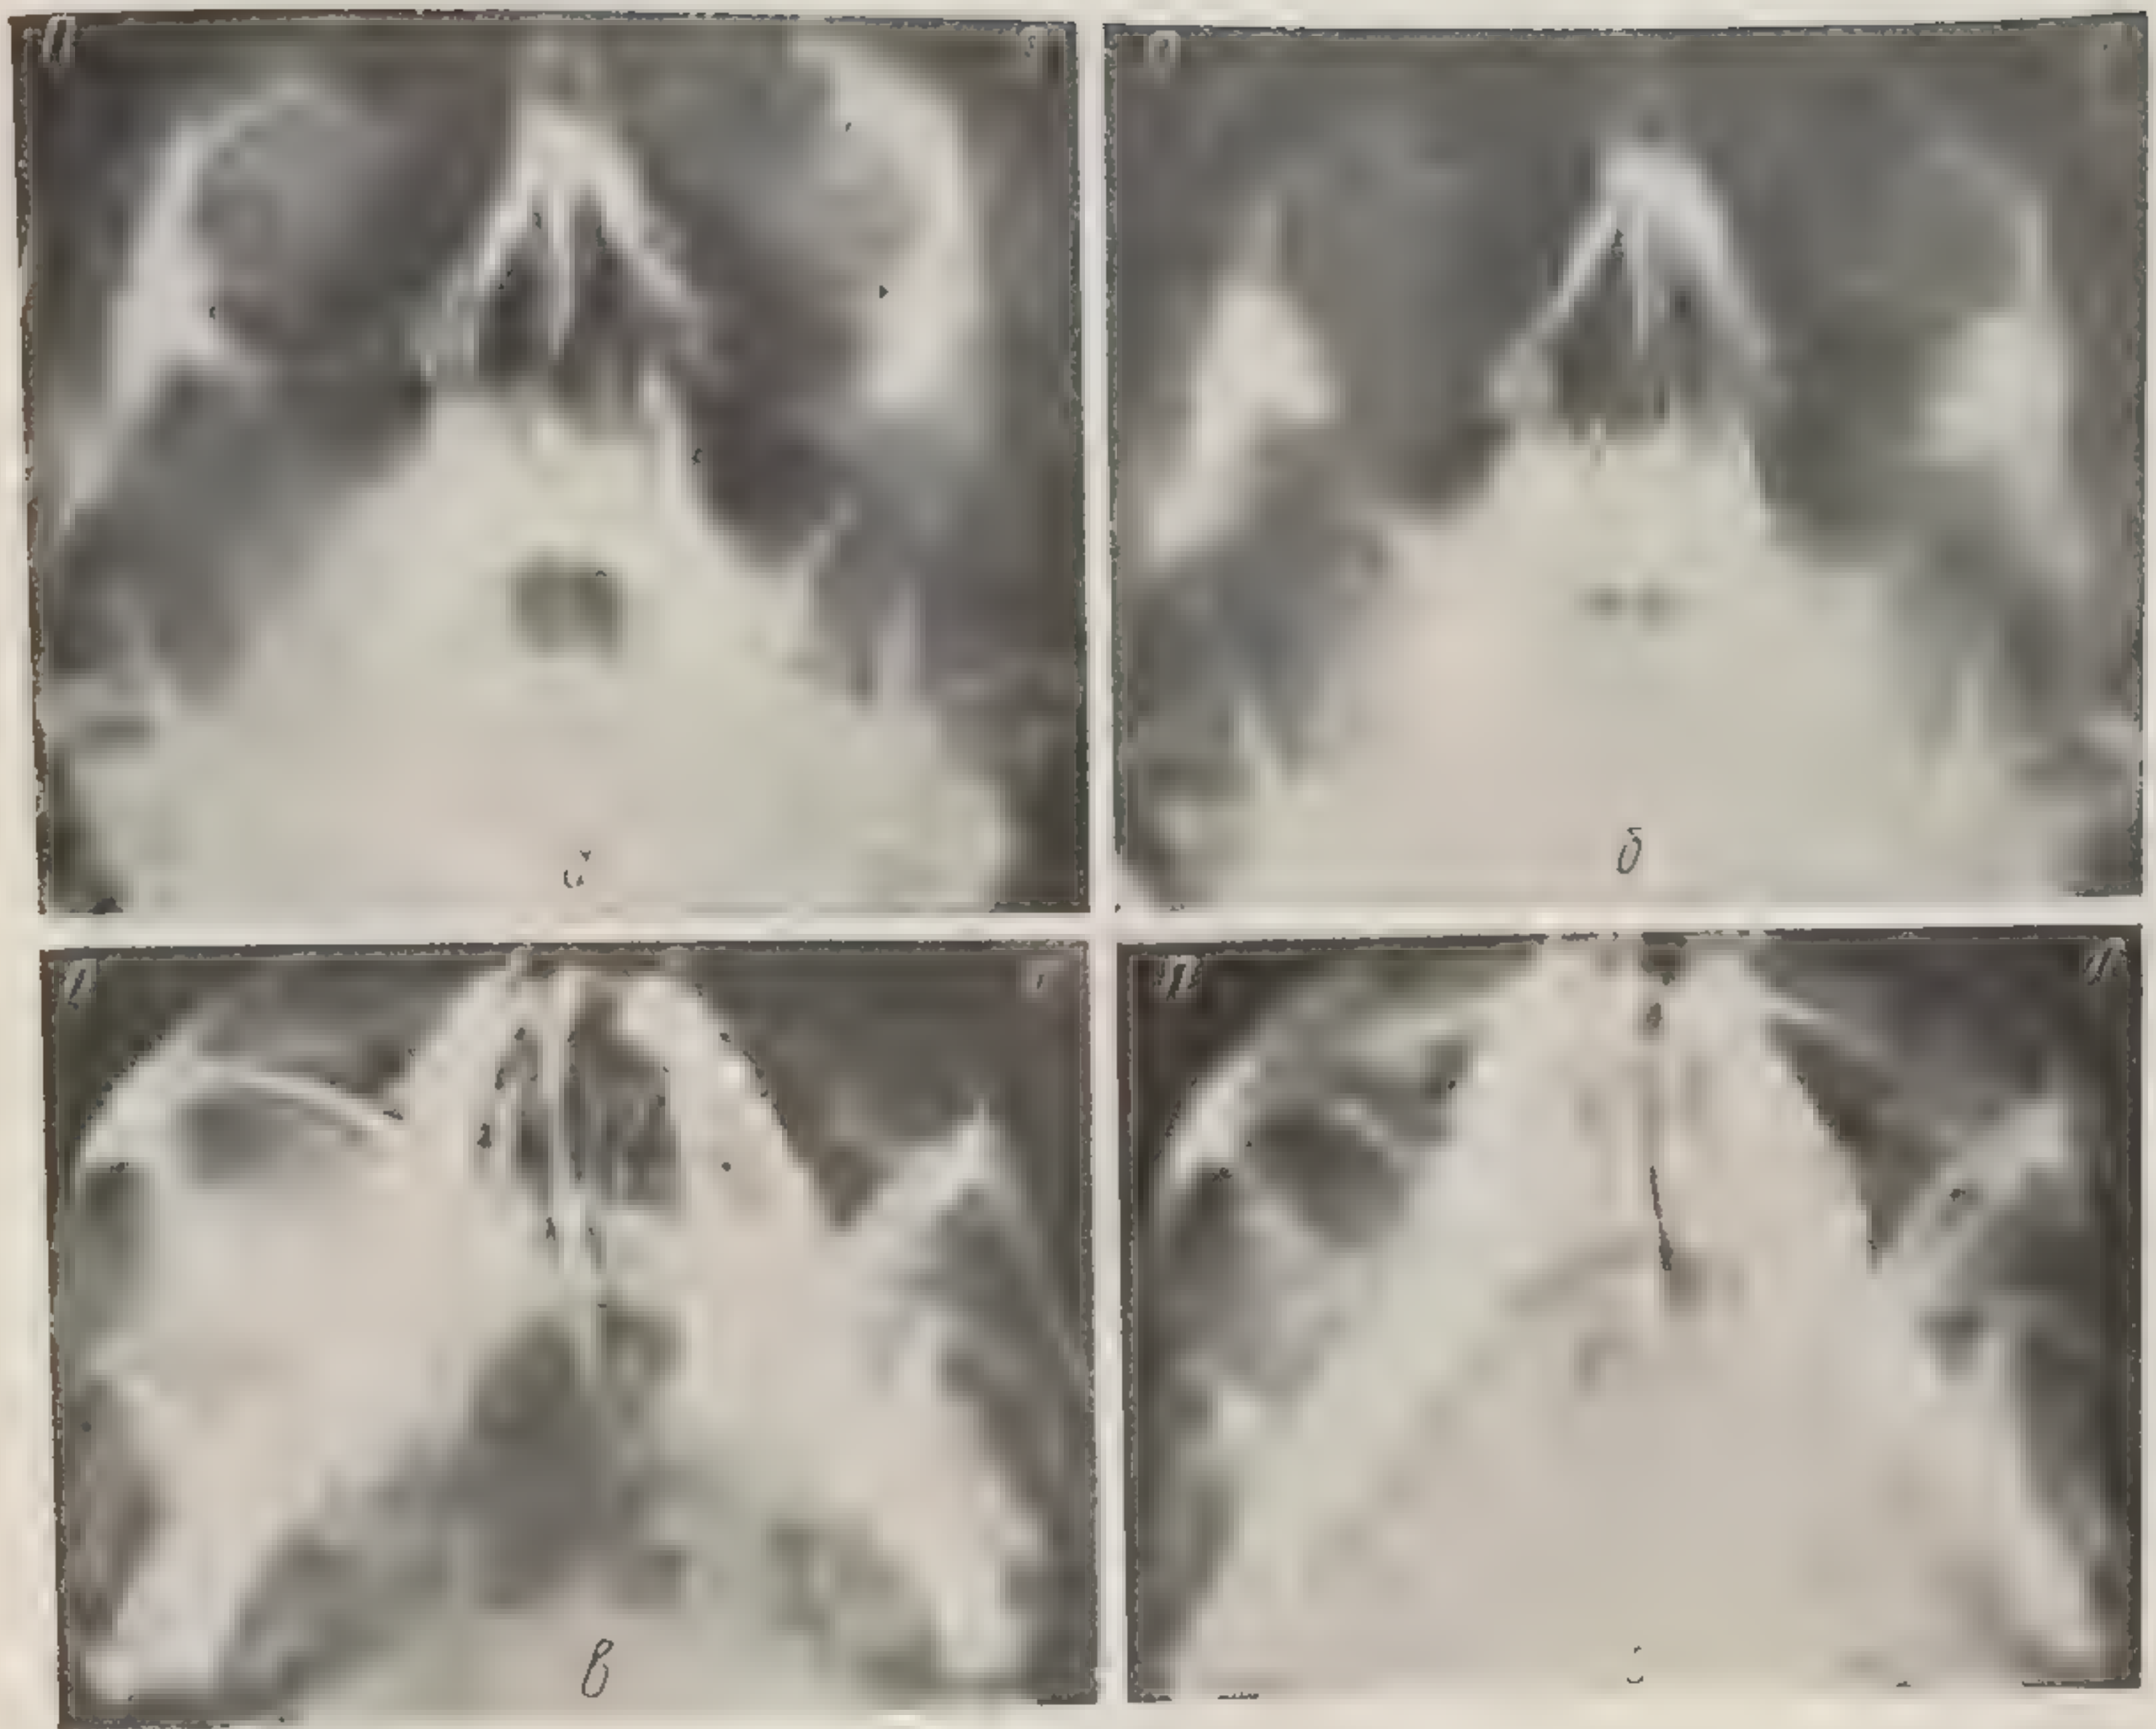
Рентгенограмма больного К., 17 лет, с экстрамаксиллярной опухолью правой верхнечелюстной области (серийное наблюдение до и после лучевого лечения).
